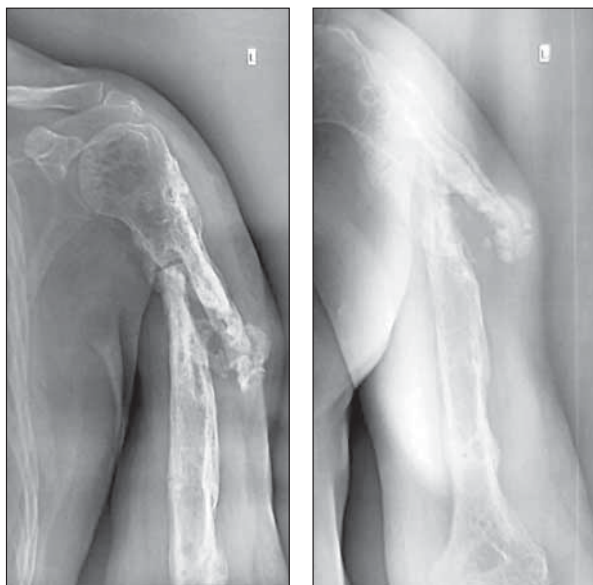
Рентгенограммы левой плечевой кости при поступлении пациента в наше отделение
